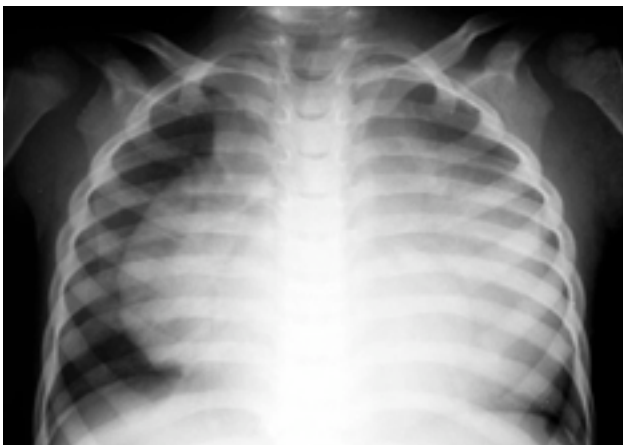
Radiographie du thorax de face (J13) : cardiomégalie majeure.
